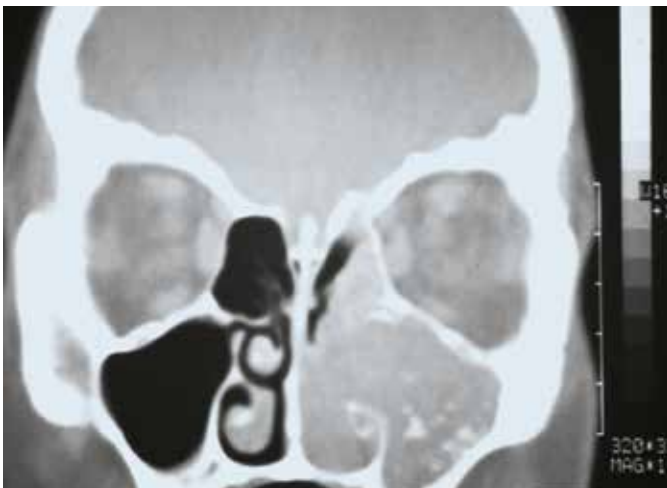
Carcinoma epidermoide del seno maxilar izquierdo (TC coronal)
